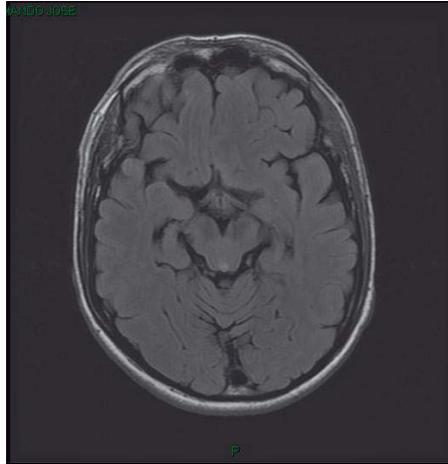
Corte axial en secuencia T2 FLAIR que muestra mayor atrofia temporal izquierda en un paciente con encefalitis viral herpética
